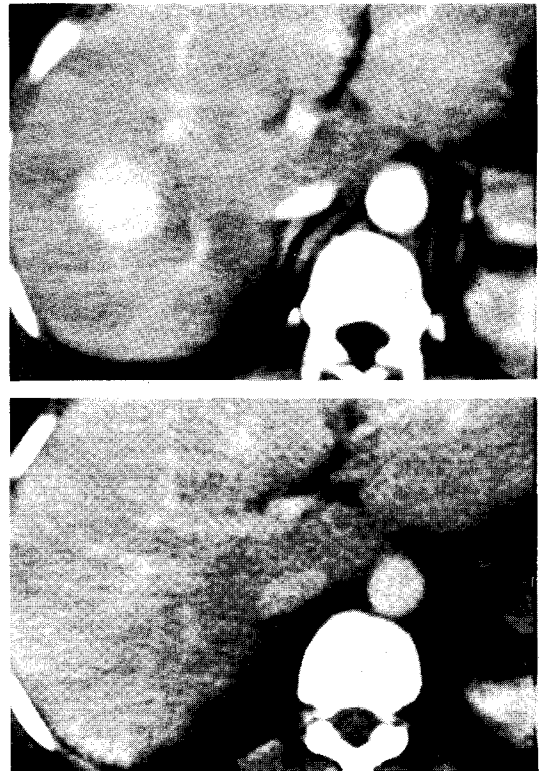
IV bolus CT scans. Early phase scan shows about 3cm sized, homogeneously and strongly enhancing mass lesion in right lobe of liver(a), but the mass lesion becomes isodense to normal hepatic parenchyma on late phase scan(b).
